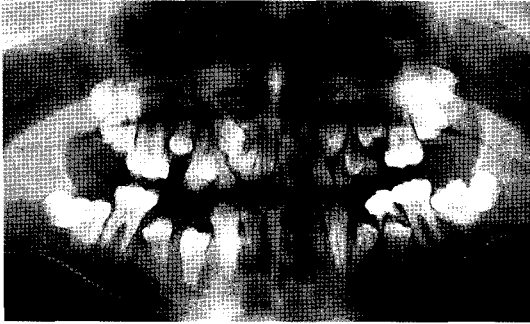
Panoramic radiograph, made on admission, reveals persistent retention of primary teeth, and permanent teeth have been blocked by retained primary teeth.
